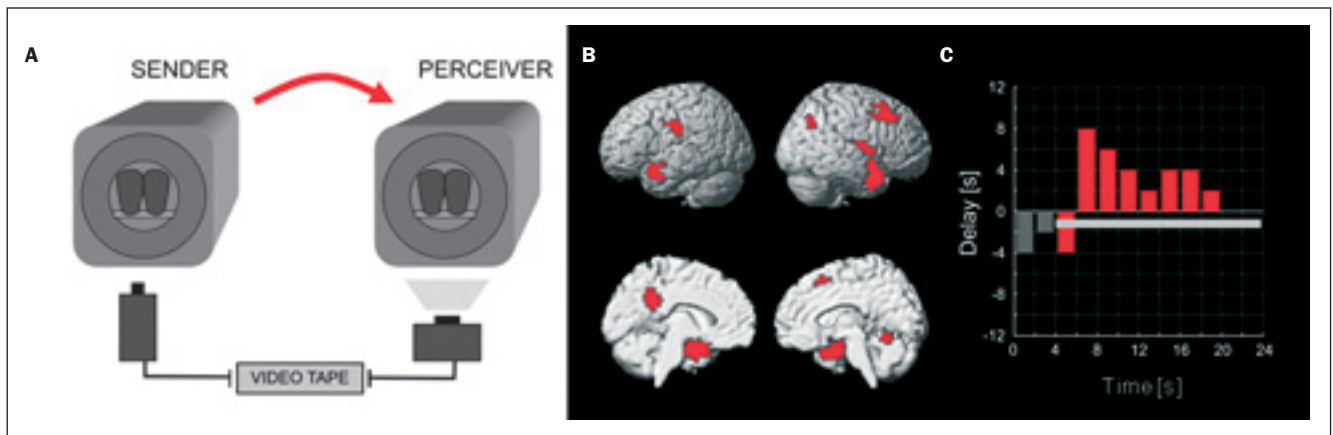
Informationsfluss zwischen kommunizierenden Gehirnen. A) Versuchsaufbau. Kommunizierenden Partnern wurde mitgeteilt, dass sie gleichzeitig im Magnetresonanztomographen untersucht werden würden und dass einer von ihnen (der Empfänger) den anderen (den Sender) während des Scannens über eine Videokamera würde sehen können. Der Sender (der weibliche Partner) wurde angewiesen, sich in eine bestimmte Gefühlssituation zu versetzen und die Gefühle über die Mimik auszudrücken. Der Empfänger (der männliche Partner) wurde über die Aufgabe des Senders nicht unterrichtet und angewiesen, mit dem Sender mitzufühlen. Tatsächlich wurde der Gesichtsausdruck des Senders während des Scannens aufgenommen und dem Empfänger während seines Scanvorgangs gezeigt, kurz nachdem das Scannen des Senders schon beendet war. B) Regionen in den Gehirnen von Sender und Empfänger, die ähnliche gefühlsspezifische Information beinhalten. Voxel, die erfolgreich (signifikant höher als zufällig, der Decoder wurde ausschließlich auf die Gehirnaktivität des Senders trainiert) das kommunizierte Gefühl vorhersagen konnten, sind hervorgehoben ($p < 0.01$, auf Clusterebene korrigiert). C) Die Abnahme der zeitlichen Verzögerung zwischen der Information im Gehirn des Senders und dem des Empfängers während der Zeitspanne, in der Gefühle ausgedrückt wurden. 0 zeigt den Beginn der 20-sekündigen Zeitspanne. Der Informationsfluss ist also zu Beginn der Kommunikation langsam und wird dann schneller, ein Phänomen, das man als verzögerte emotionale „Resonanz“ auffassen kann. Abbildung verändert nach Anders et al. 2011.
